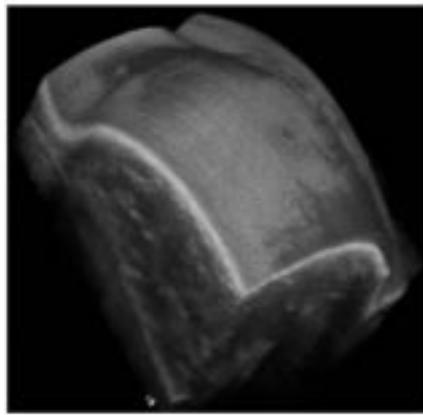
超音波ボリュームデータとホールブレストビューワ画面⁴⁾
